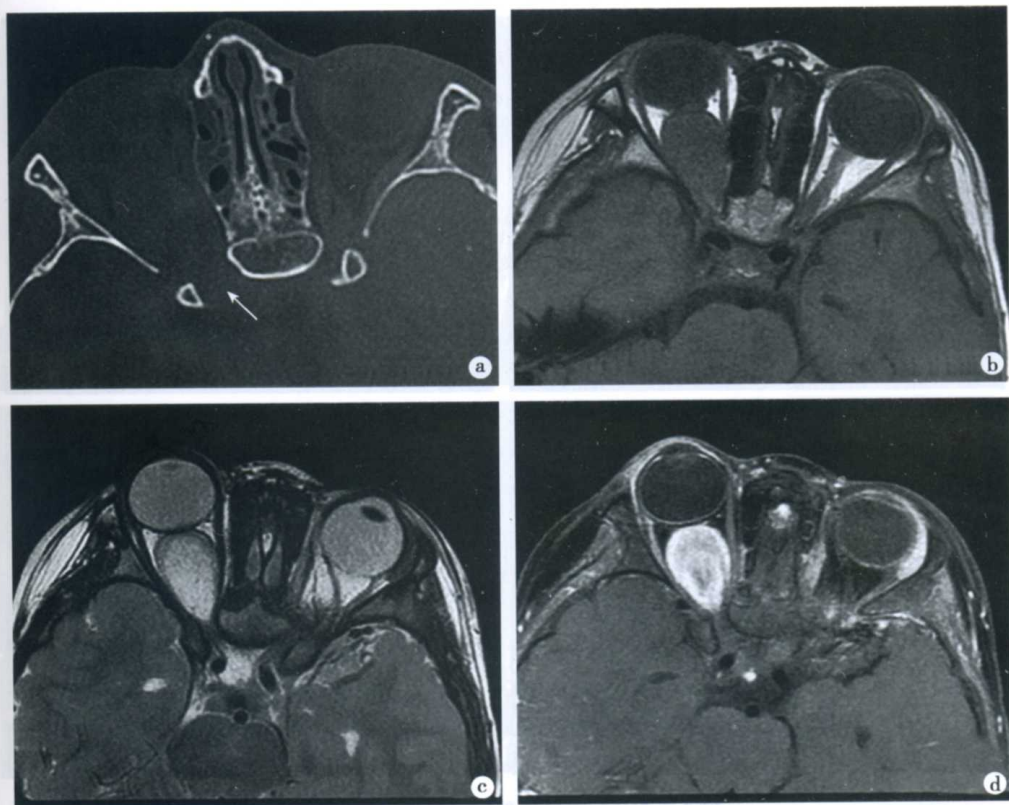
右侧视神经胶质瘤 CT 和 MRI 表现
